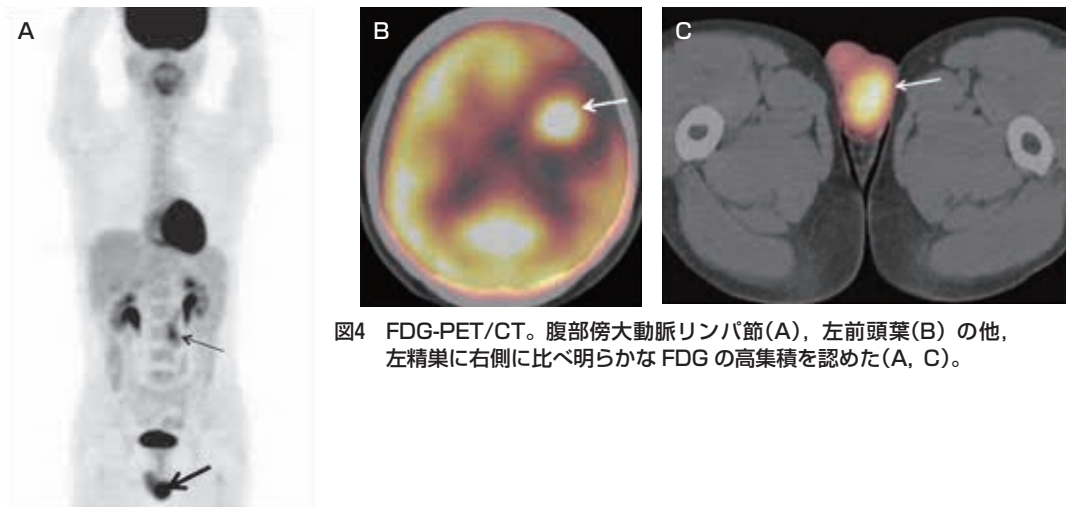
FDG-PET/CT。腹部傍大動脈リンパ節(A)、左前頭葉(B) の他、左精巣に右側に比べ明らかな FDG の高集積を認めた(A, C)。
